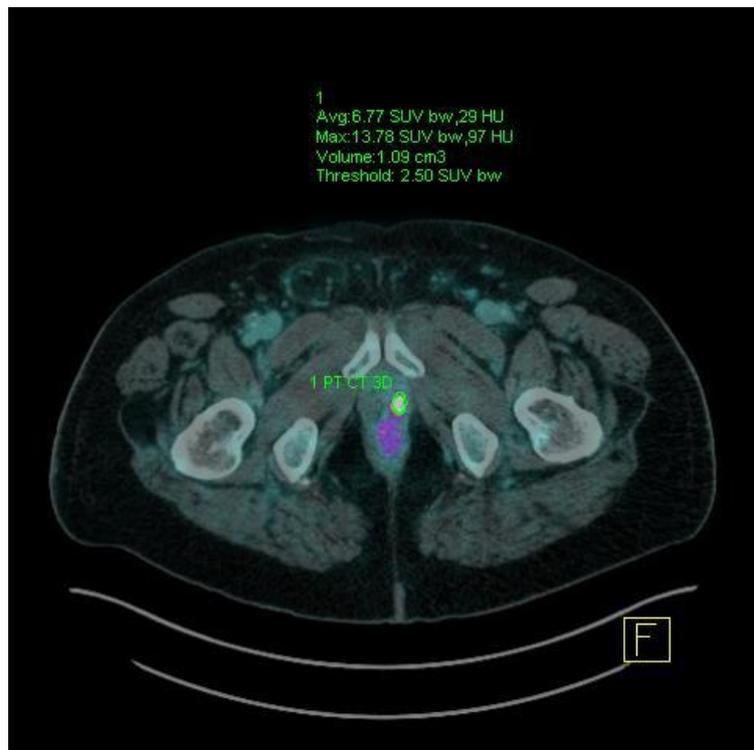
A) immagine FUSED MPR dell'acquisizione tardiva a 120 minuti della PET/CT-2
